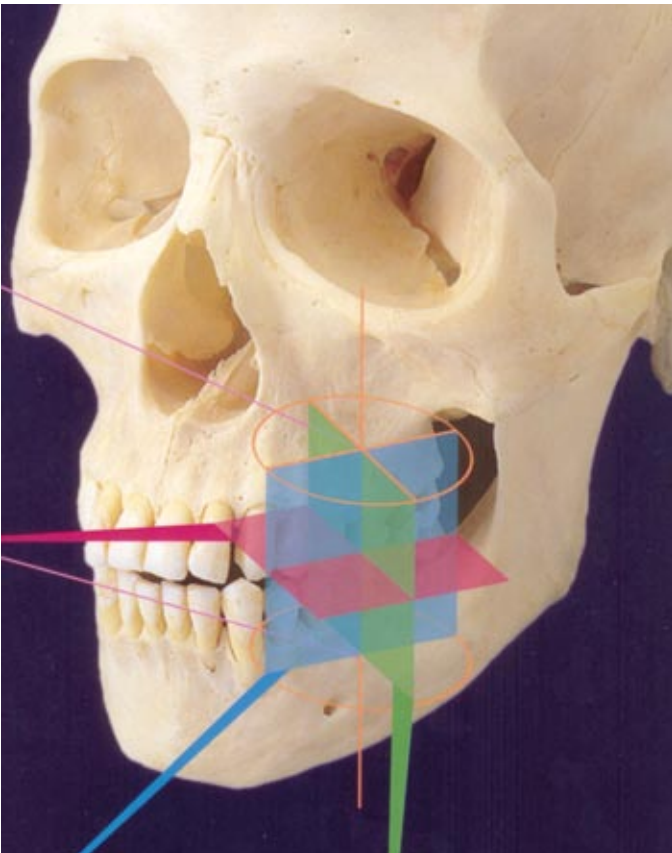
Imagen CBCT con FOV de volumen limitado.
